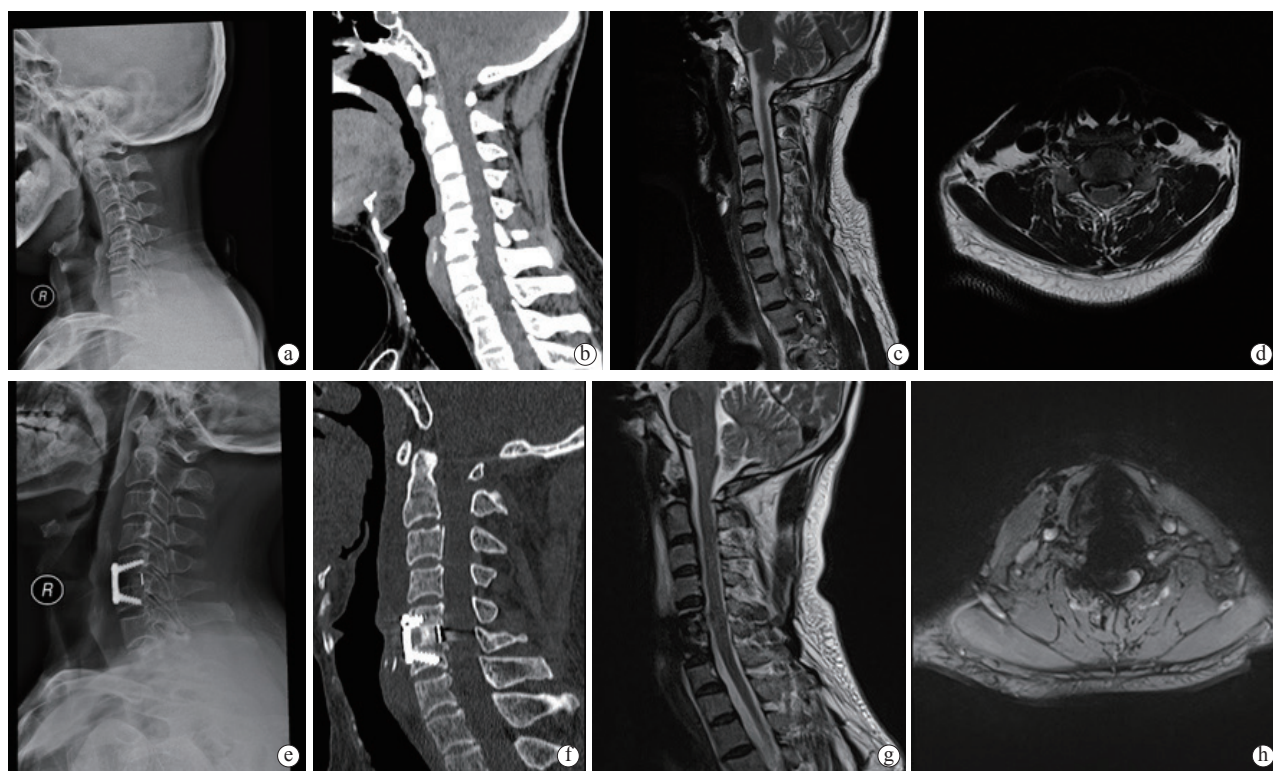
男性患者, 47 岁, 因左上肢疼痛乏力 3 月余入院, 颈椎 X 线摄片、CT、MRI 图像提示脊髓型颈椎病 (C<sub>5</sub>/C<sub>6</sub>), 行 C<sub>5</sub>/C<sub>6</sub> ACDF 手术 (钢板固定) 后, 颈椎 X 线摄片、CT、MRI 图像示椎管减压椎间植骨融合固定满意 a~d. 为患者术前影像学资料, e~h. 为术后影像学资料
